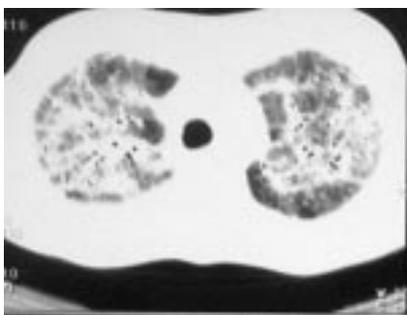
КТ грудной клетки.
